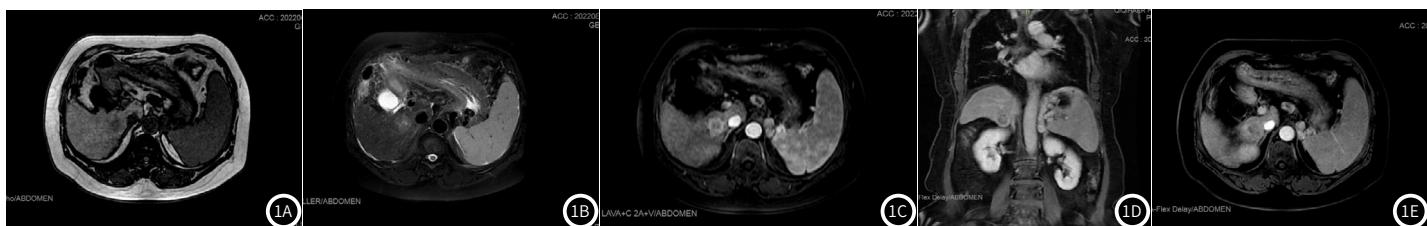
图1E MRI表现: 肝癌, T_1 WI低信号, T_2 WI高信号, 增强扫描动脉期呈明显强化, 门静脉期及延迟期病变更廓清
